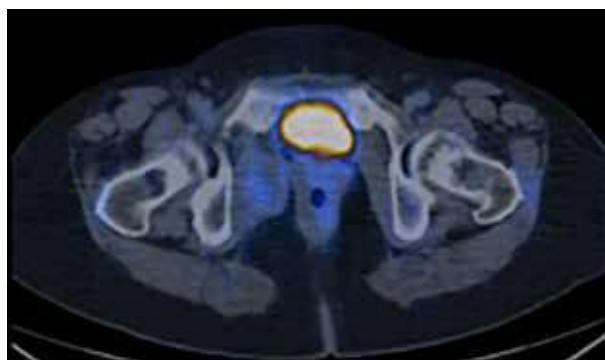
CT-PET LOE pélvico.
